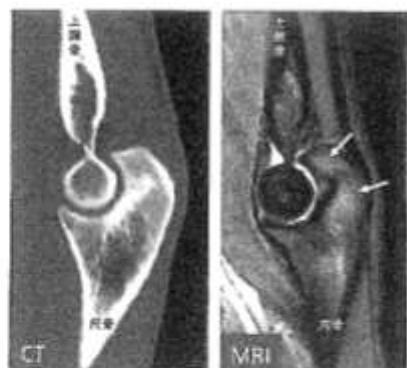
高校2年生。硬式野球部。野球肘。骨が腫れている肘後方(MRI中の矢印)の痛みが強い。
